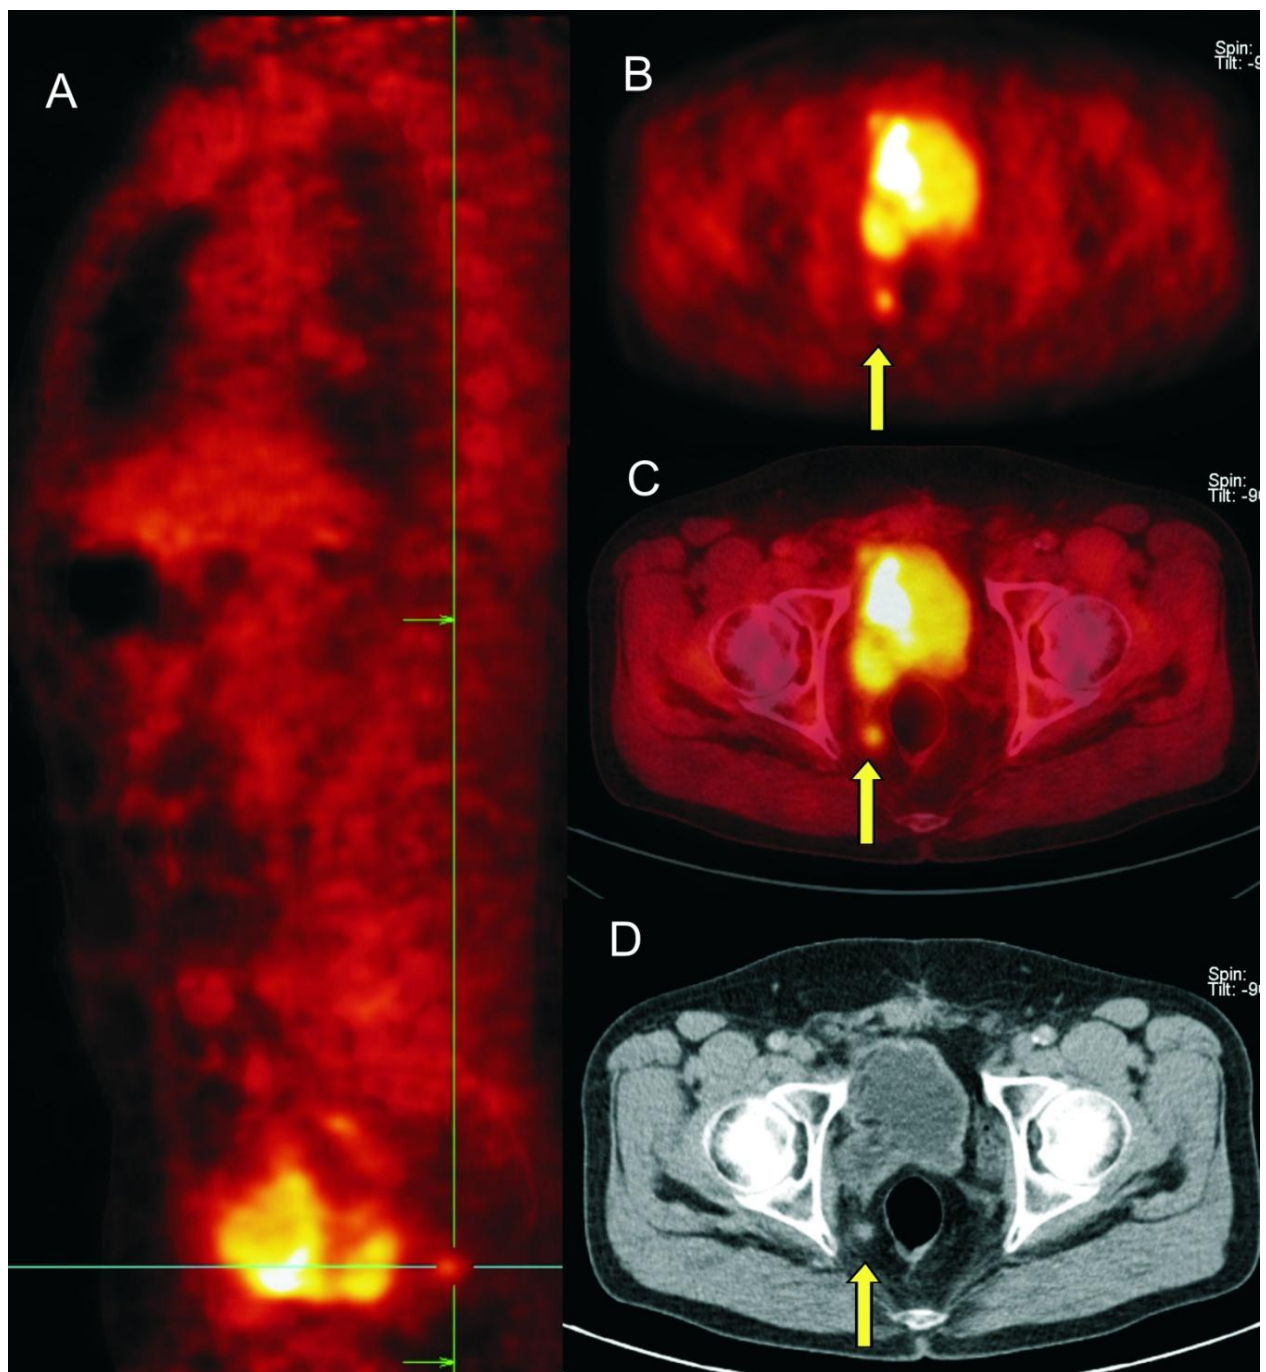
59-jähriger Patient. PET/CT-Bilder eines Rektumkarzinomlokalrezidivs
